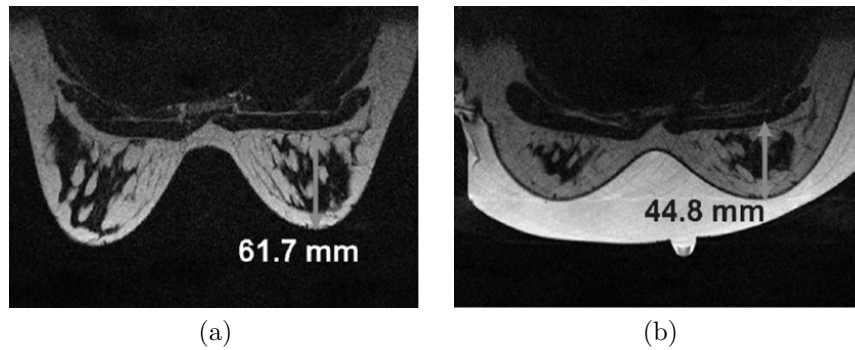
Obtención de la configuración indeformada y libre de tensiones de las mamas. Tomografías RM de la paciente: (a) con las mamas bajo la acción gravitatoria y (b) con las mamas sumergidas en agua. La máxima distancia entre la pared torácica y el pezón se indica mediante una flecha.
